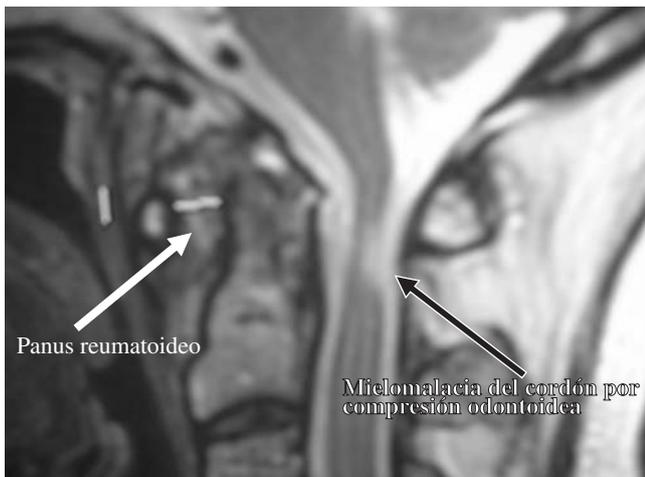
A. Resonancia magnética de la unión bulbo-medular del mismo paciente, en donde se observa una zona de infarto medular producto de la inestabilidad en C1-C2. Este paciente no mostraba datos clínicos de mielopatía.
